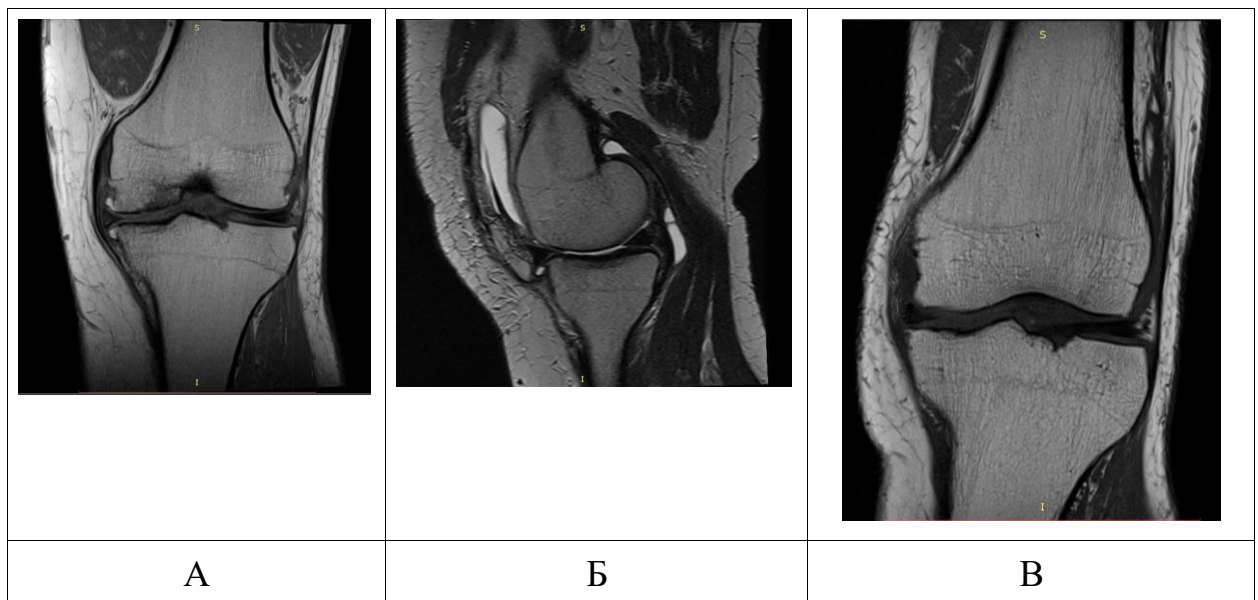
МРТ-оцінка колінних суглобів: в медіальних відділах суглоба повношаровий дефект контуру суглобового хряща, аномальний гіперінтенсивний сигнал від субхондральної пластинчастої кістки, що підлягає, поодинокі субхондральні кисти, невеликі остеофіти великогомілкової кістки (а); субхондральний склероз, повношаровий дефект контуру хряща, переважно у медіальних виростках стегнової та великогомілкової кісток, трабекулярний набряк стегнової кістки (б); витончення суглобового хряща, субхондральний склероз з підвищенням інтенсивності сигналу субхондральної пластинчастої кістки латеральних виростків стегнової та великогомілкової кісток, локальне бухтоподібне вдавнення латерального виростка стегнової кістки, загострення суглобових поверхонь обох кісток (в).
